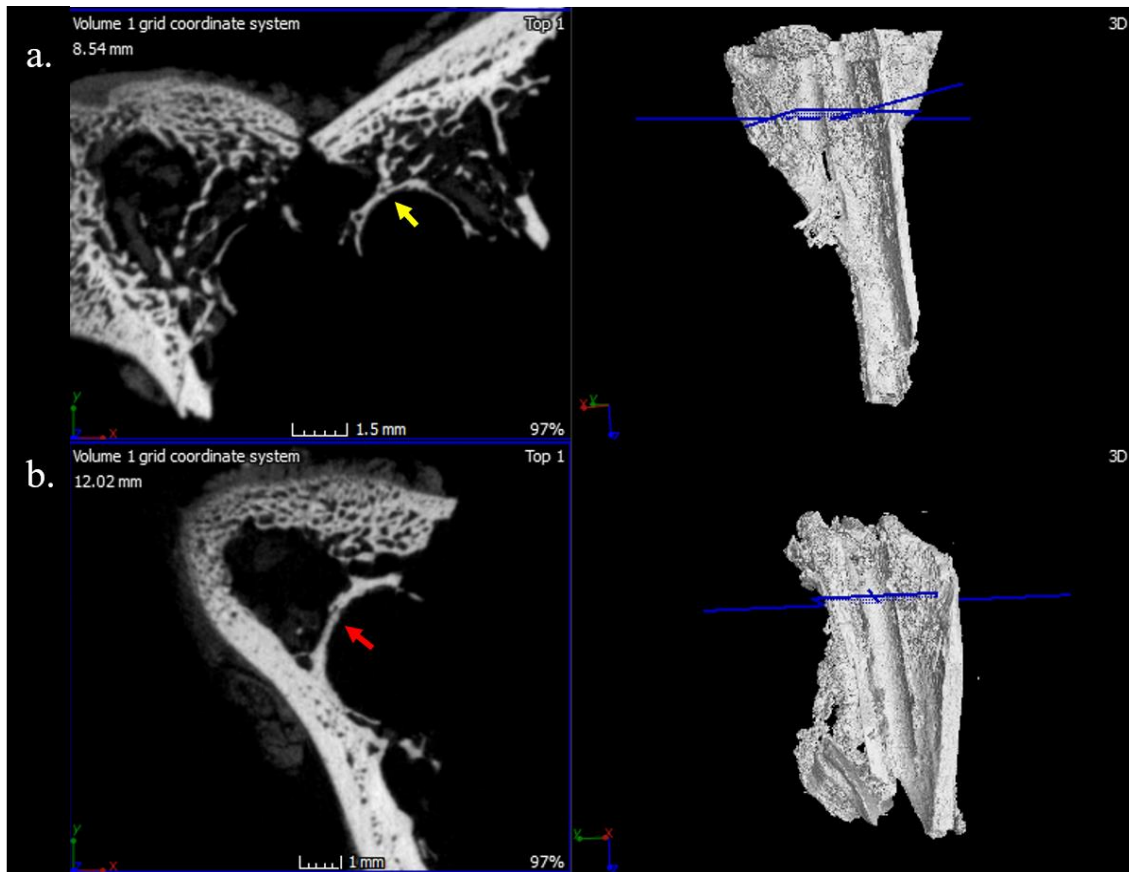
Hueso de nueva formación en torno al implante de Ti-6Al-4V PQ (a. flecha amarilla), en torno al implante de Ti-6Al-4V NTc (b. flecha roja) y sus respectivas representaciones tridimensionales de las muestras de fémur elaboradas por micro-TC.
